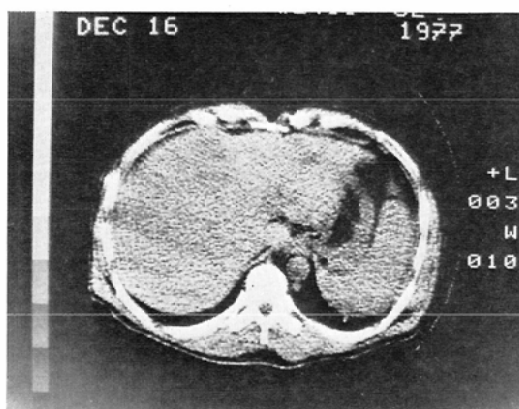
Case 2 CT image shows slightly low density in the right lobe.
